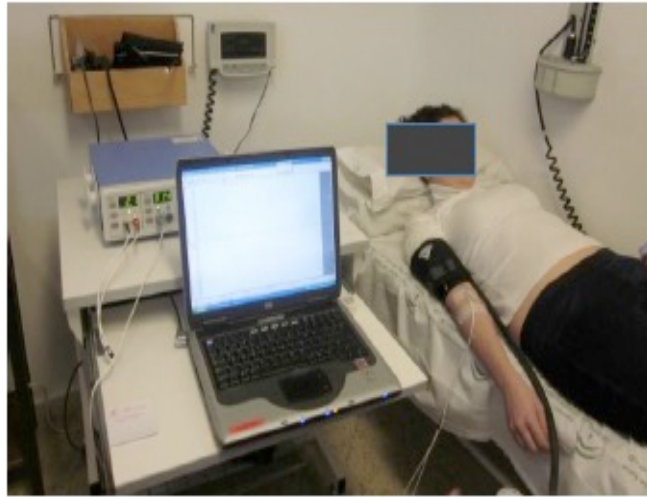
Colocación del paciente y el sensor para la realización de la técnica de flujometría por láser Doppler.
